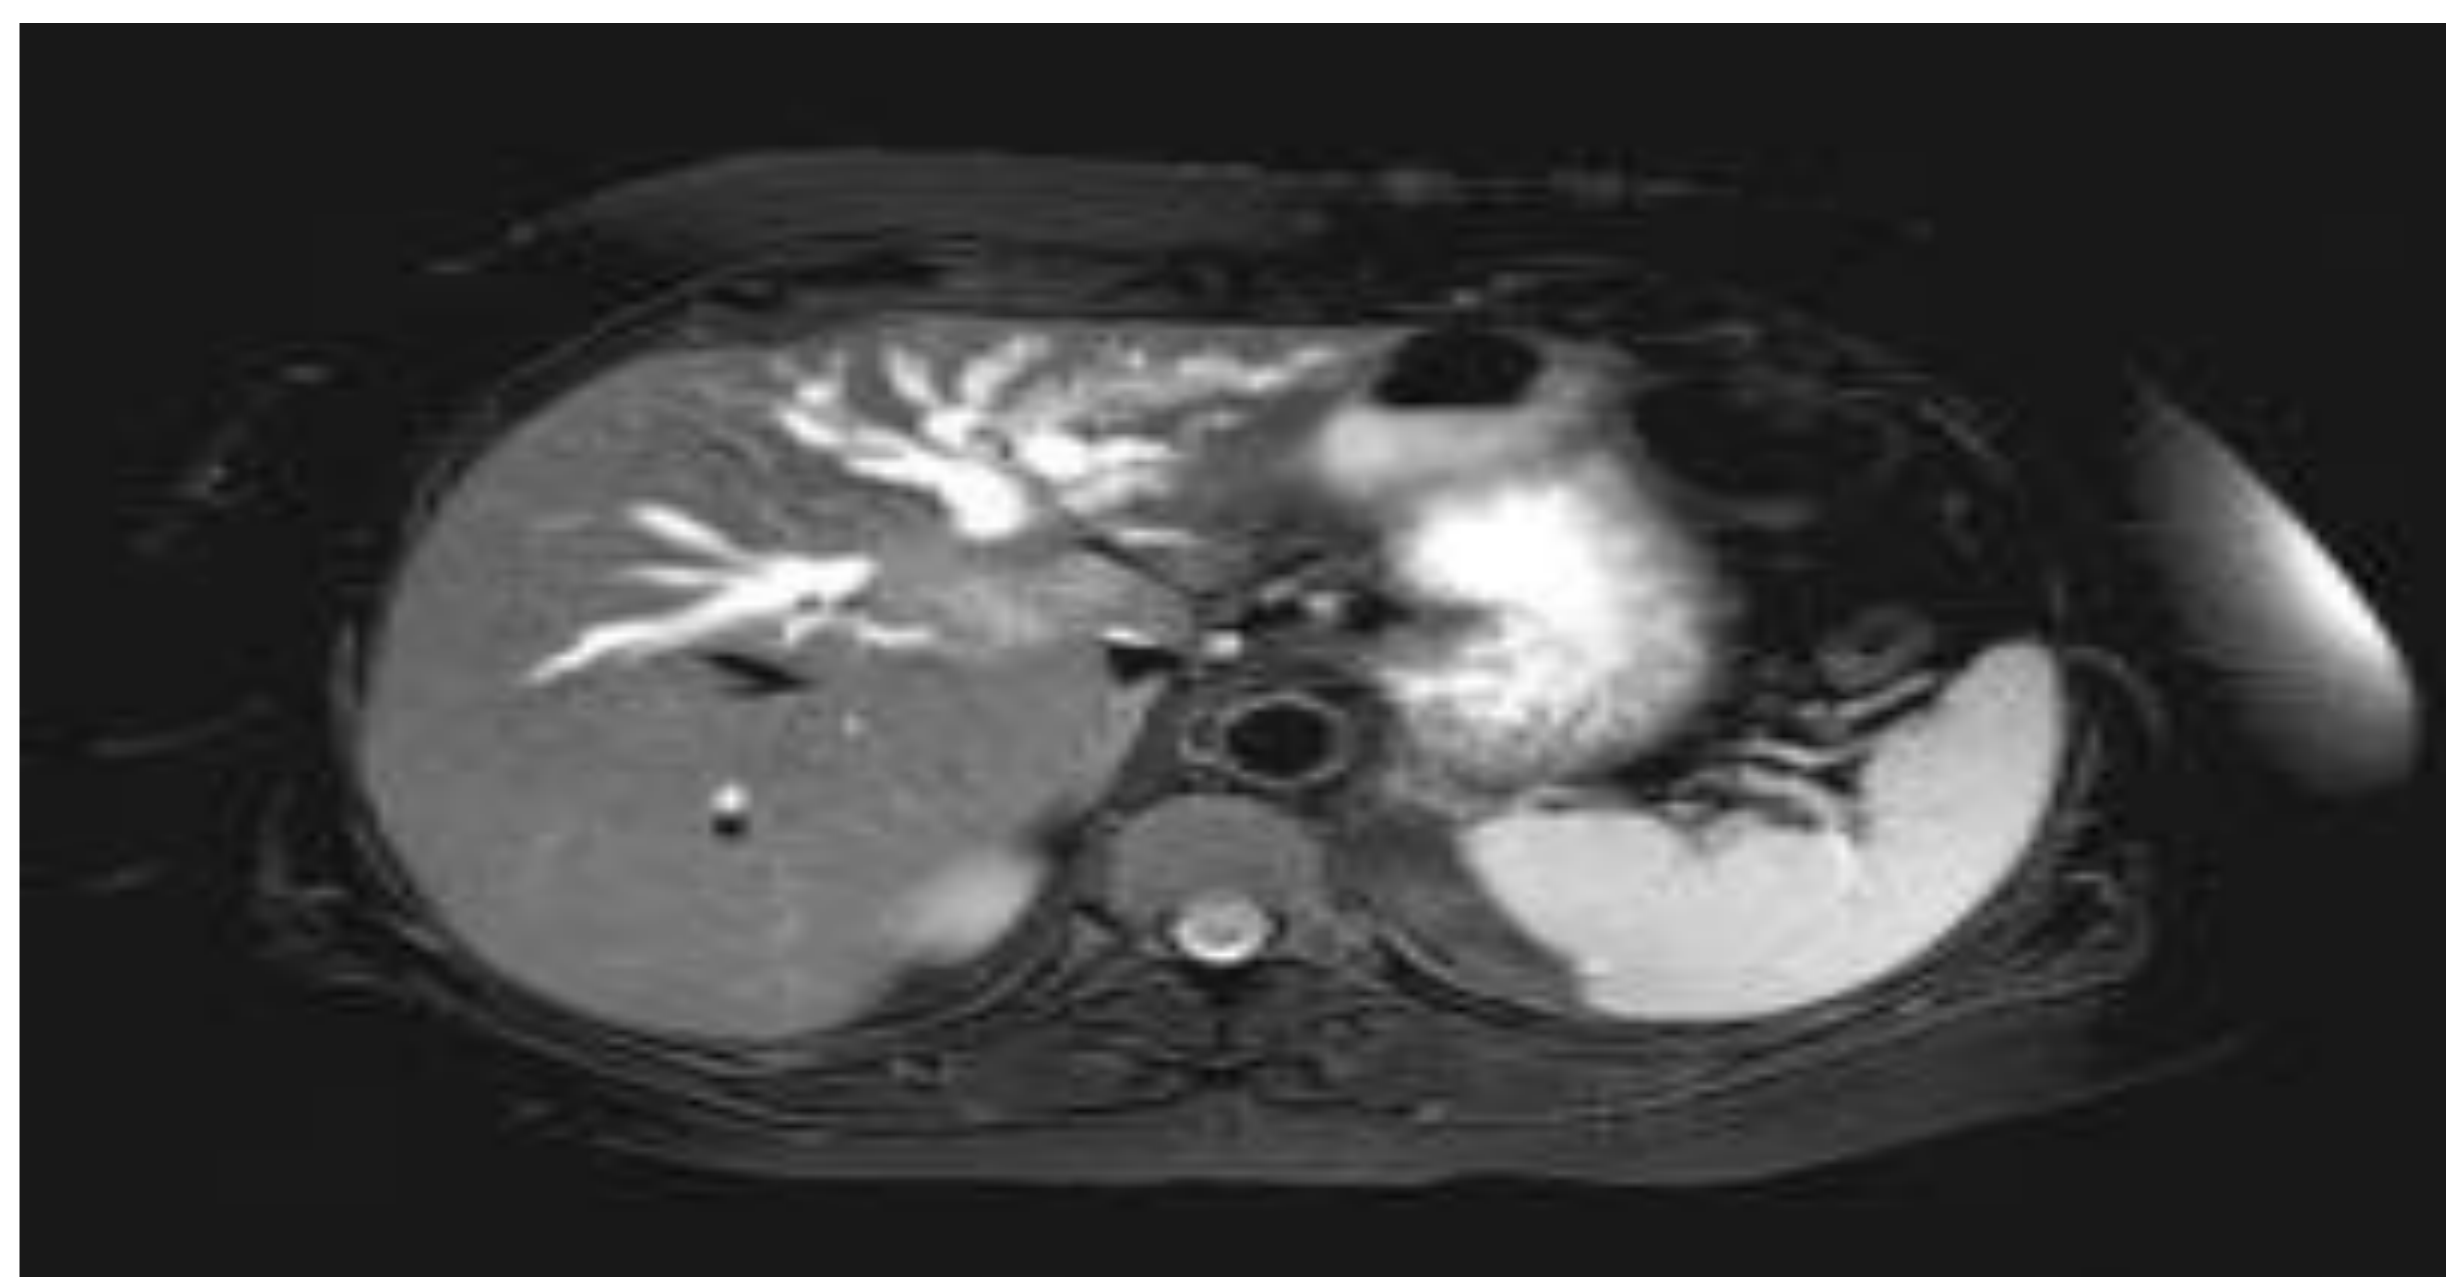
Colangiorressonância de paciente com Tumor de Klatskin. Imagem retirada do artigo: Colangiocarcinoma: Diagnóstico y terapia - L burgos.
